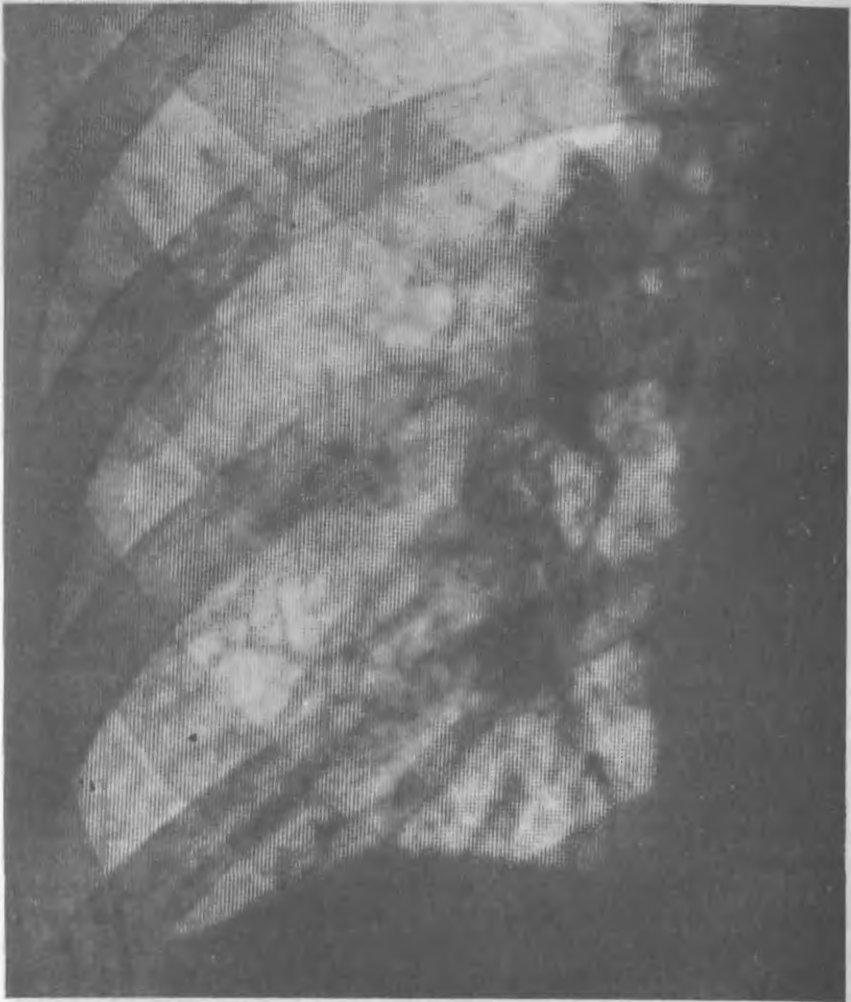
Фрагмент рентгенограммы при обструктивном бронхите. Сетчатый пневмосклероз, на фоне которого вырисовываются просветы бронхов с утолщенными стенками.
